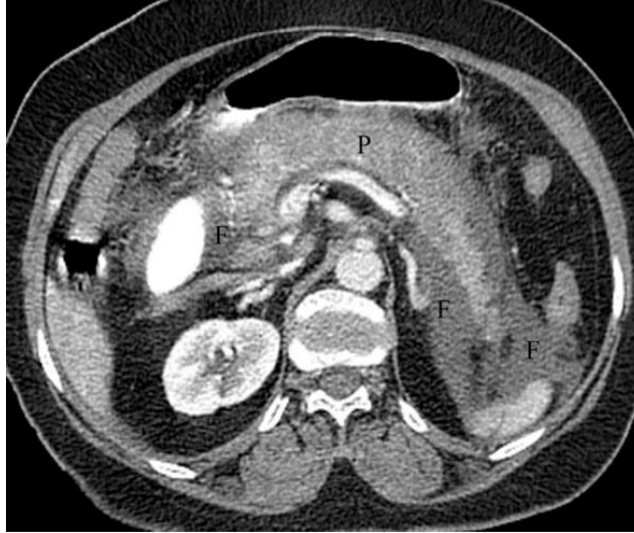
Pancréatite œdémateuse interstitielle chez une femme de 48 ans présentant des calculs biliaires. La tomodensitométrie (TDM) avec produit de contraste, obtenue lors de l'admission, révèle une prise de contraste hétérogène du parenchyme pancréatique due à l'œdème et à l'épanchement liquidien péripancréatique aigu (F), collecté principalement dans l'espace pararénal antérieur gauche. P : pancréas.
